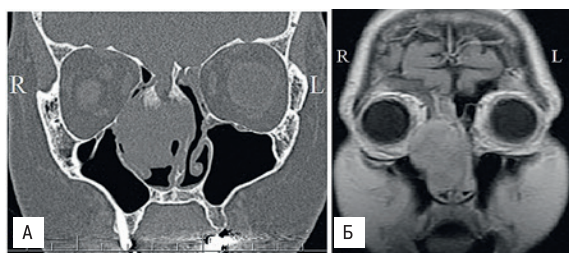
КТ фронтальная проекция. Синоназальная нейрофиброма с разрушением костей основания черепа и гиперостозом. 1б МРТ, фронтальная проекция Т1 режим. Интраорбитальное распространение опухоли.
